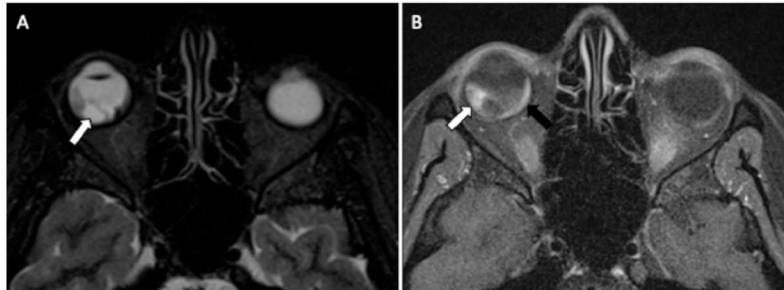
RM de órbita de uma mulher com 27 anos em paciente portadora de VHL mostrando angioma de retina com descolamento associado no globo ocular direito. Sequências axial STIR (A) demonstrando acúmulo de líquido no espaço subretiniano (seta) e axial T1 com saturação de gordura após a injeção de contraste (B) demonstrando lesões com realce, nodular na retina temporal (seta branca) e plana alongada na retina nasal (seta preta).
